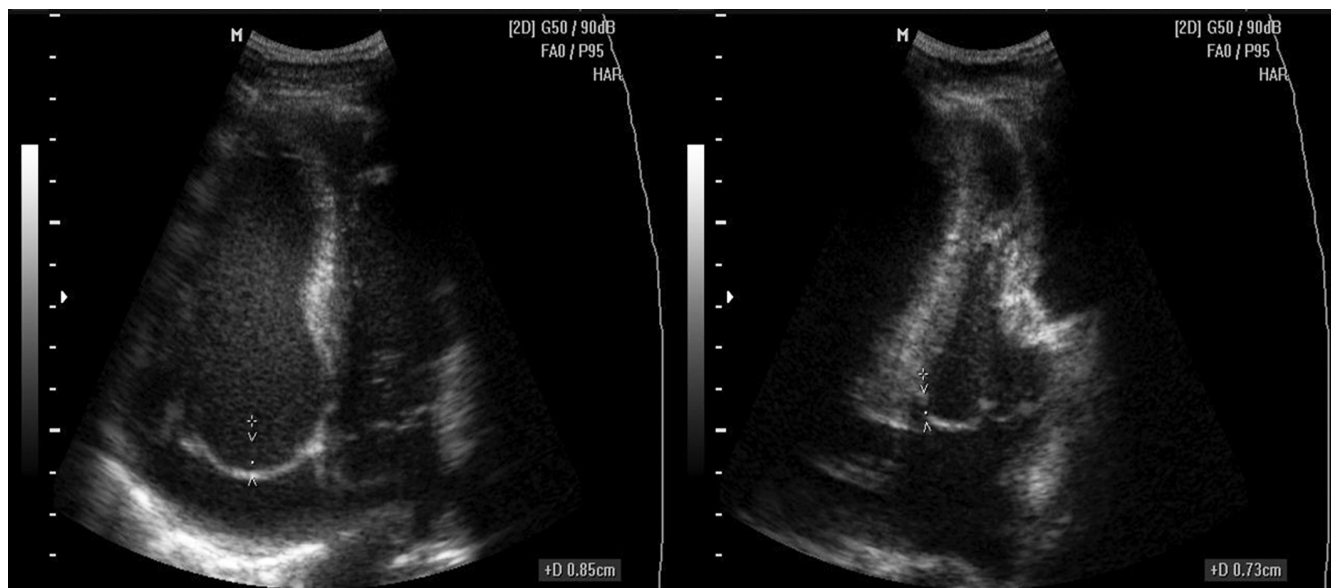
Эхокардиограмма 2. На представленных эхокардиограммах, выполненных из апикальной четырехкамерной позиции представлены: слева — пролапс створки митрального клапана, справа — трикуспидального
